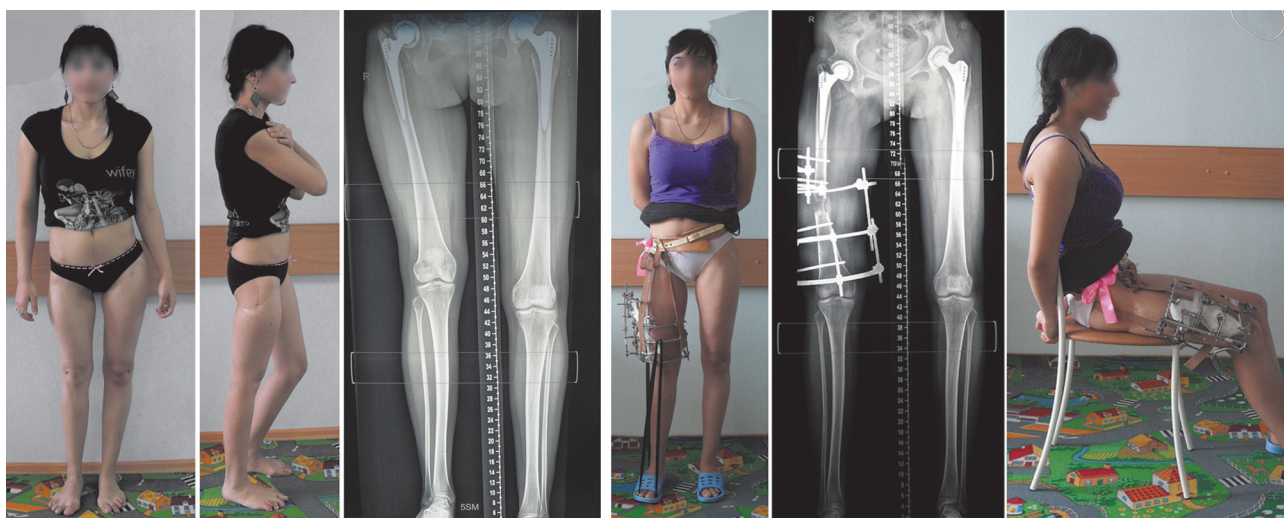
Рентгенограммы нижних конечностей и фото больной А., 17 лет. Диагноз: врожденный двусторонний вывих бедер. Состояние после тотального эндопротезирования тазобедренных суставов. Укорочение правой нижней конечности на 5 см. До, в процессе лечения и через 1 год после удлинения правого бедра на 5 см
